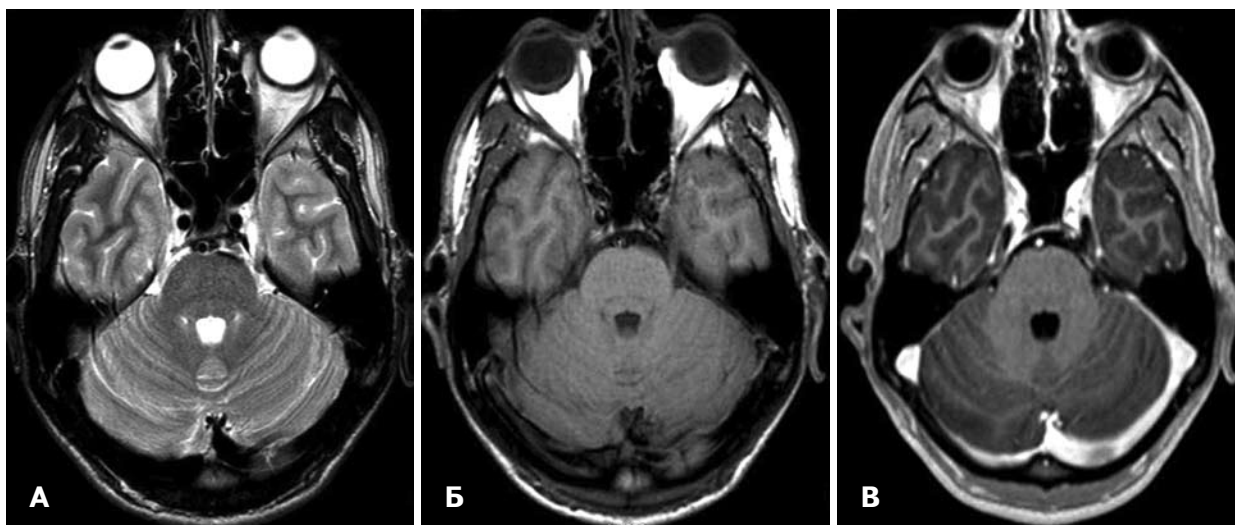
МРТ головного мозга пациента Б., 20 лет, после СТРХ. А — Т2ВИ; Б — Т1ВИ; В — радиохирургический режим (толщина среза 0,1 см) с внутривенным контрастированием.
